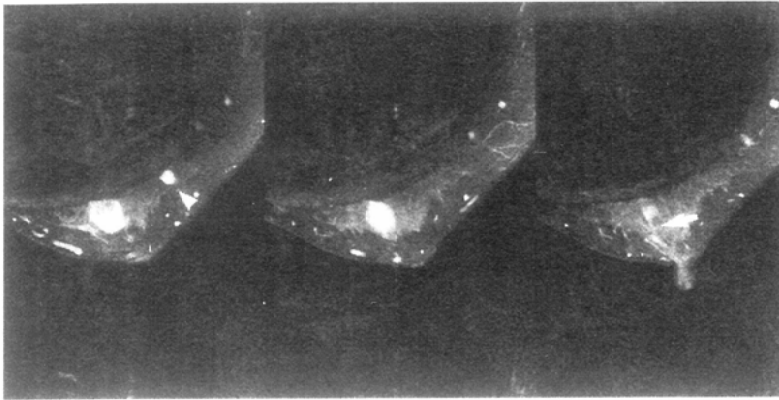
Axial T1WI with Gd enhancement. Papillotubular carcinoma. About 1cm of intraductal spread towards the nipple was seen corresponding to the linear enhancement on MRI (arrow). 7mm enhanced nodule (arrowhead) was seen about 2 cm lateral to the main tumor. This turned out to be fibroadenoma.
